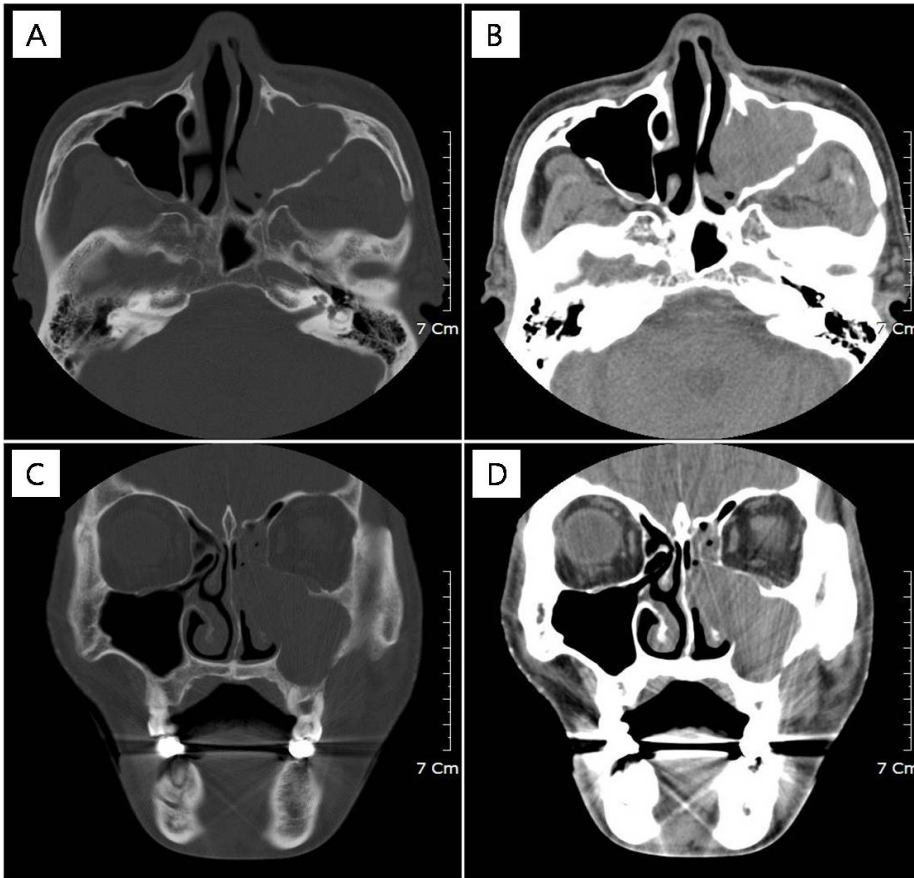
A, B Axial computed tomography show low attenuated expansile mass in the left maxillary sinus with thinning of the sinus walls. C, D. Coronal computed tomography show the bony outline is relatively rounded and the orbital floor is elevated by the expansile mass.
